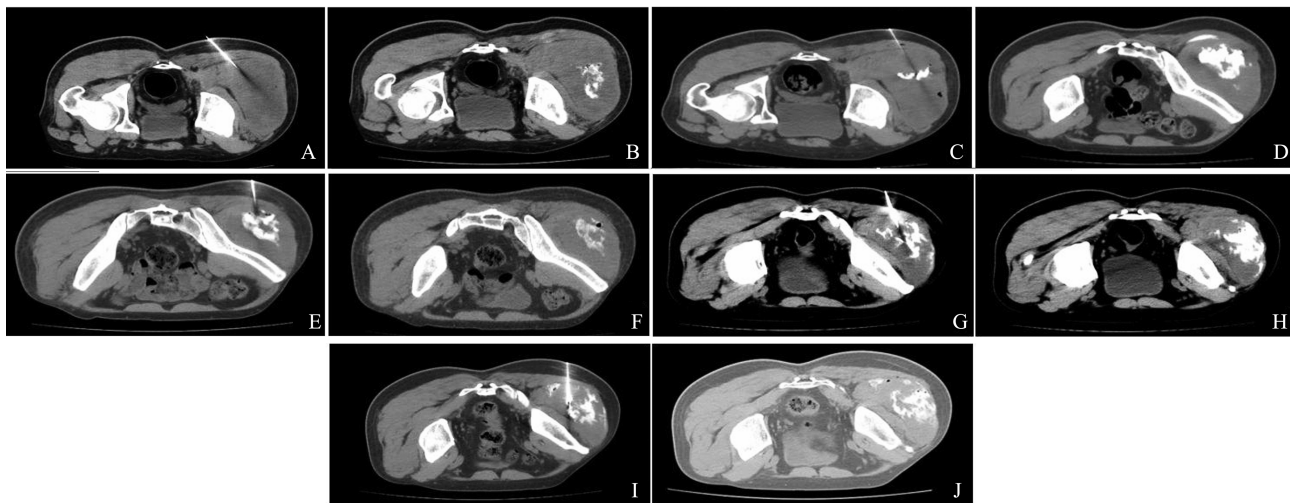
CT引导经皮左臀部去分化脂肪肉瘤无水乙醇化学消融术
